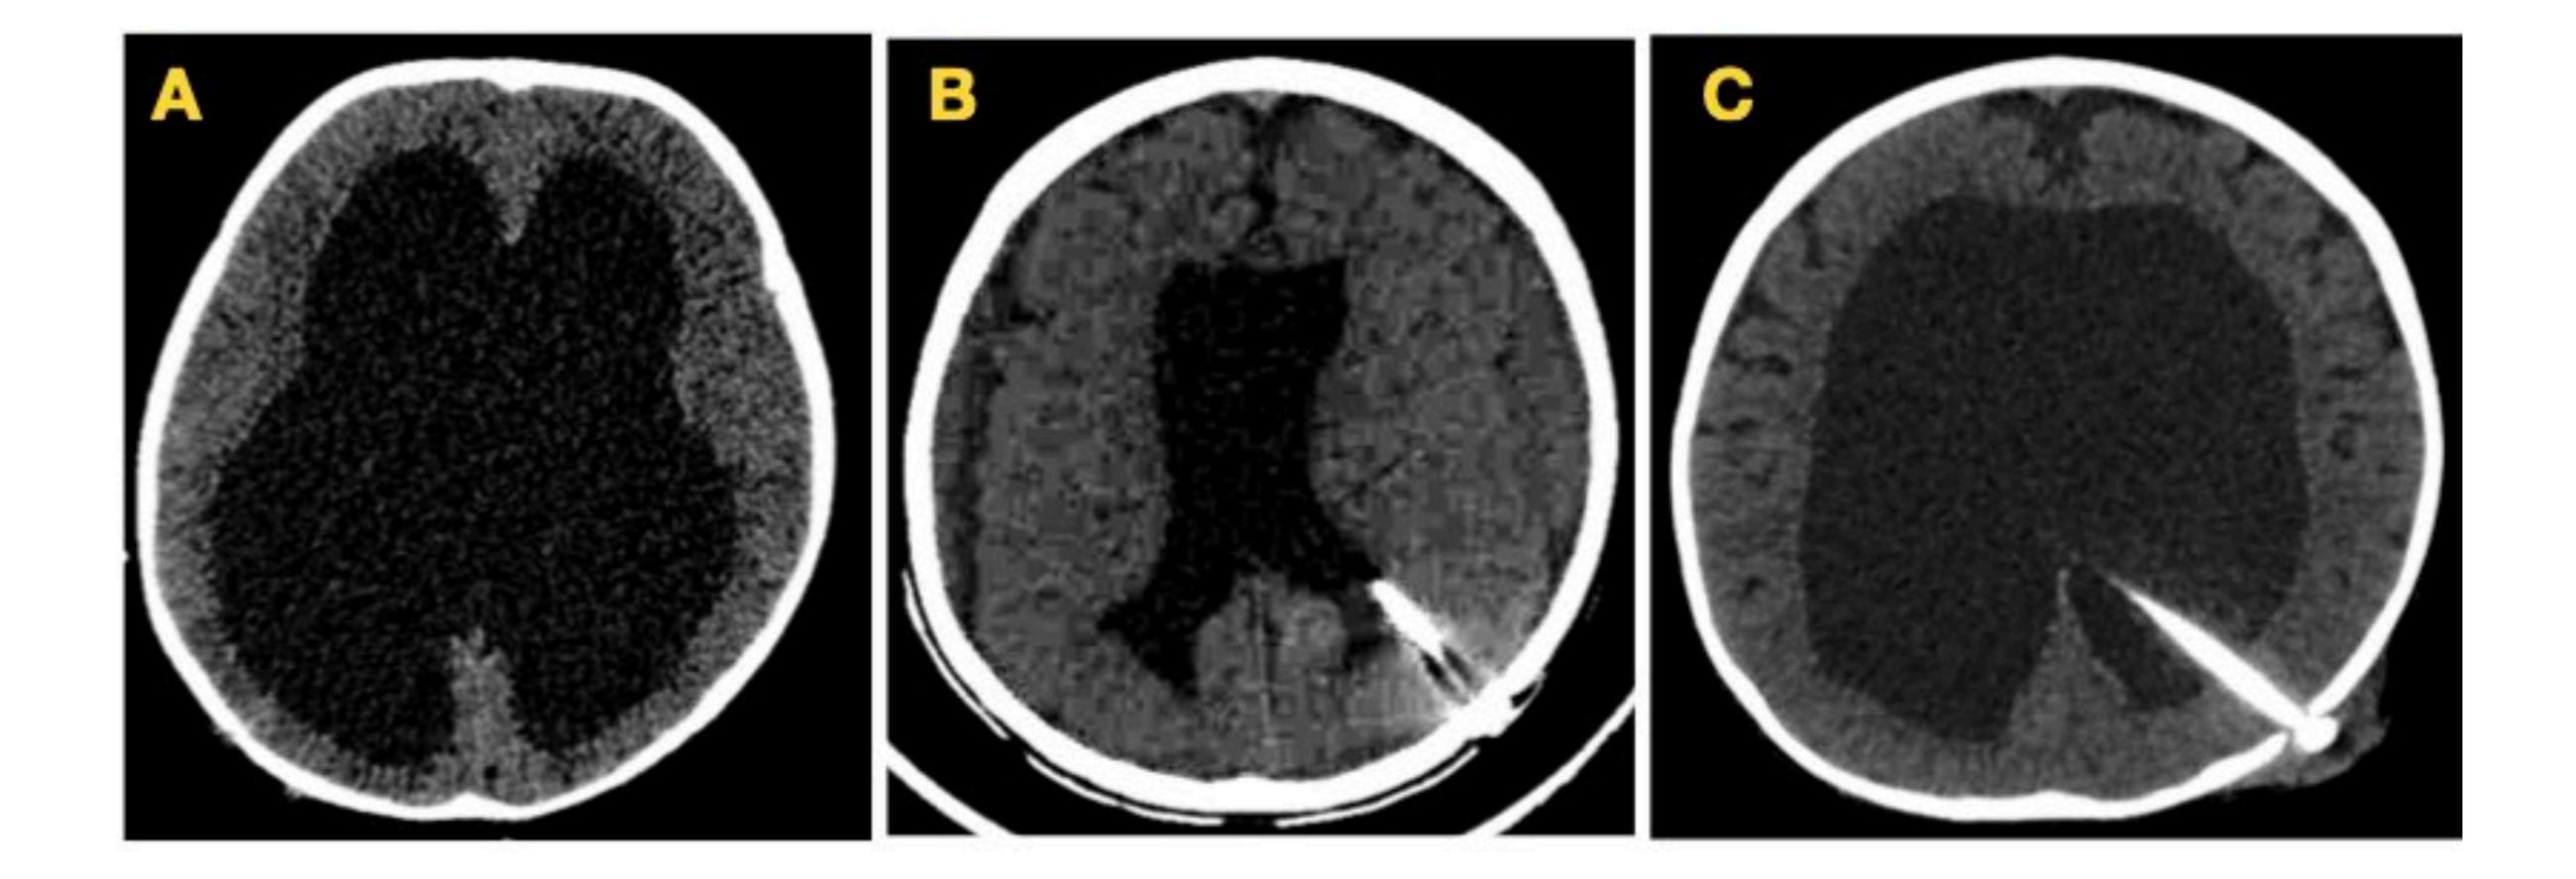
Paciente pediátrico con deterioro del nivel de conciencia. A) La TC muestra una gran ventriculomegalia con borramiento de los surcos de convexidad, lo que sugiere hipertensión endocraneana. El paciente es tratado con DVP. B) La TC postoperatoria revela una disminución del volumen de los ventrículos; sin embargo, se desarrollan hematomas subdurales bilaterales. Se interpreta que la causa de estos hematomas es la tracción de venas corticales puente, debido a sobredrenaje de LCR. Se decide reemplazar el sistema valvular de la DVP por una válvula de regulación de presión externa. C) En la TC de control después del reemplazo de la válvula de la DVP (encontrándose el paciente con mejoría clínica) se observan ventrículos de gran tamaño, nótese los surcos en la convexidad están presentes y no se detectan hematomas subdurales.
